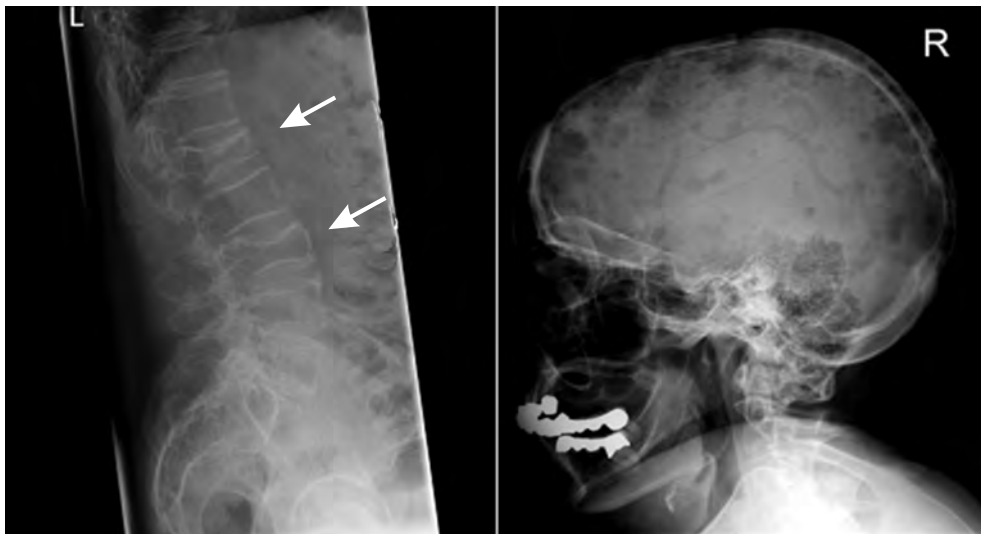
Röntgenaufnahmen des Schädels (rechts) und der Wirbelsäule (links). Zu sehen sind multiple Knochendefekte (Osteolysen). Multiple Schädelosteolysen im Röntgenbild werden auch als Schrotschusschädel bezeichnet. Die dunklen Stellen im Schädel (rechts) entstehen aufgrund der aufgelösten Knochenstruktur. Wirbelkörper (links, Pfeile) können bei diffusen und/oder lokalen Knochenschäden einbrechen und Schmerzen auslösen.
